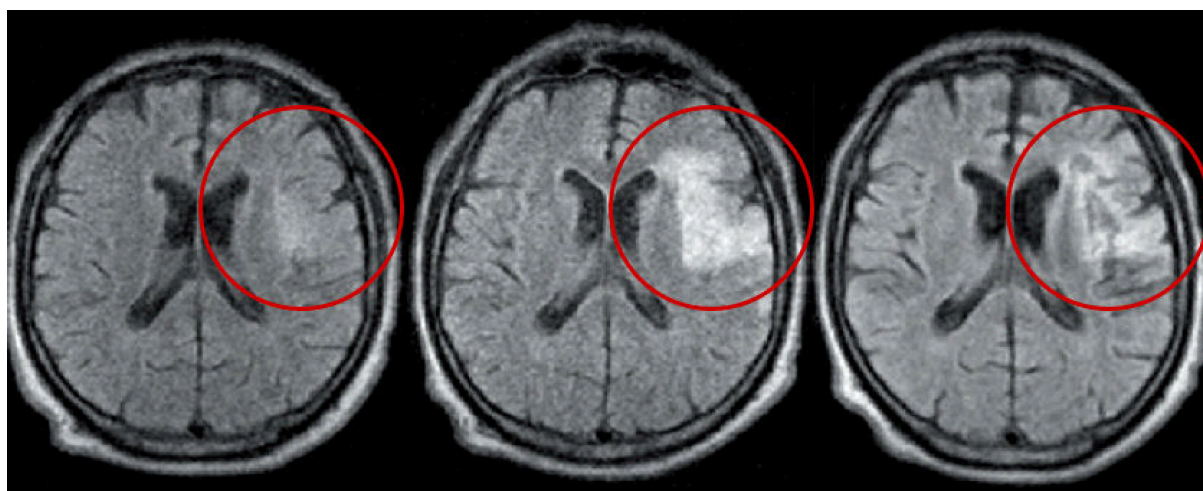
МРТ головного мозга у пациента перенесшего ишемический инсульт. Серия снимков через 1, 5 и 30 дней.
